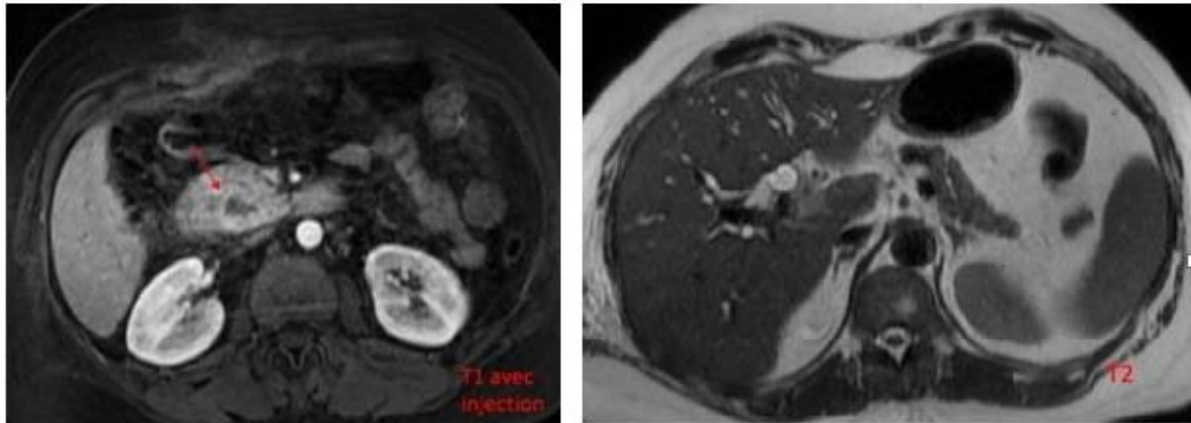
Une IRM abdominale en coupes axiales en séquences pondérées T1 avec injection T2 FIESTA montrant une dilatation des VBPH et de la VBP en amont d'un Ampullome vaterien (image du service de radiologie CHU Marrakech)
